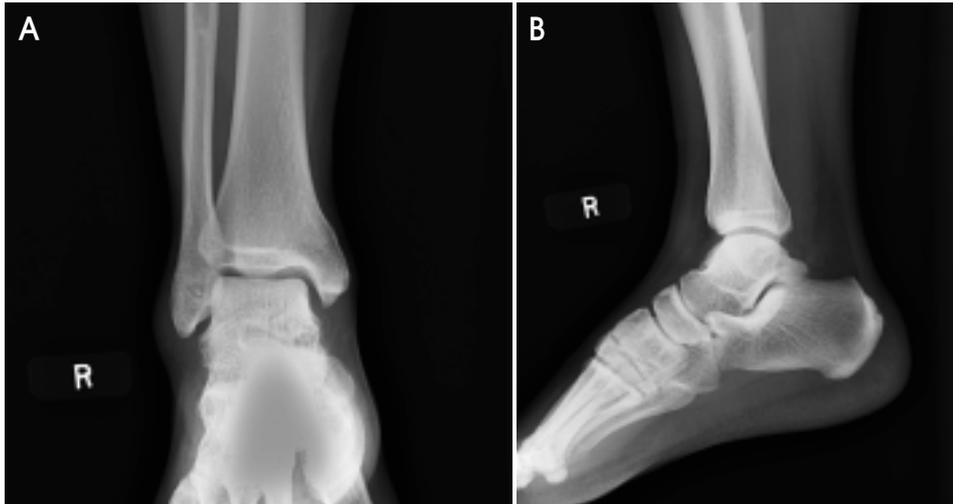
Radiographs of the right ankle. (A) Anteroposterior radiograph shows no abnormal findings. (B) Lateral radiograph shows no abnormal findings.
